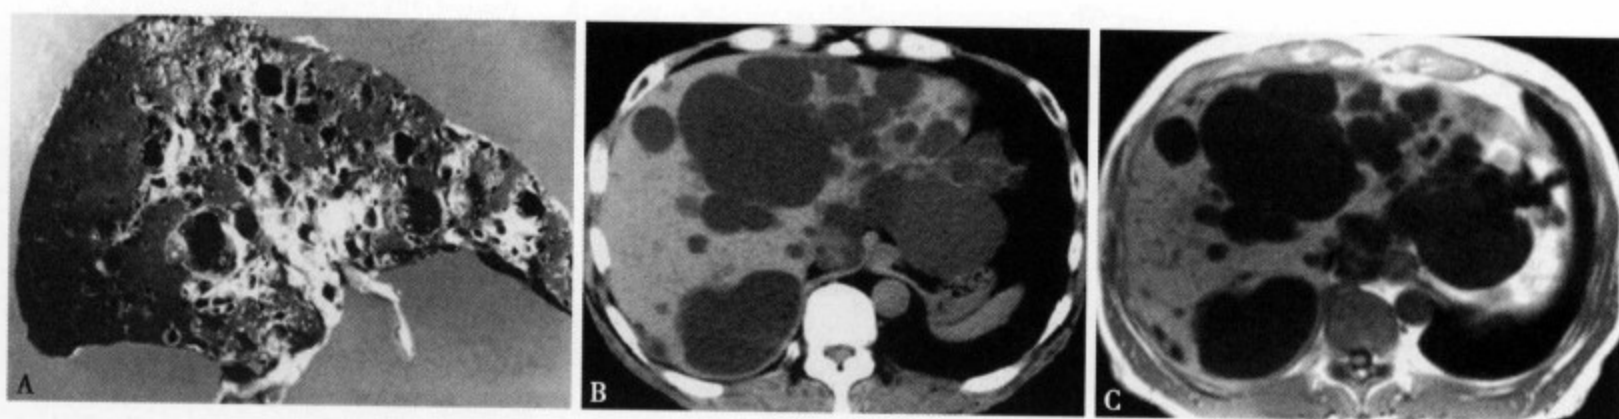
(A) 整个肝脏显示多发性大小不等的囊肿, 以近肝门区密集, 肝表现不光整; CT 平扫 (B) 肝内显示多发性大小不等的圆形低密度灶, 以肝门区分布密集, 部分病灶相融合成较大的囊肿; MRI T₁WI (C) 肝内多发性囊肿呈明显的均匀低信号, 大小不等、边缘光整、清楚、部分病灶相互融合较大
